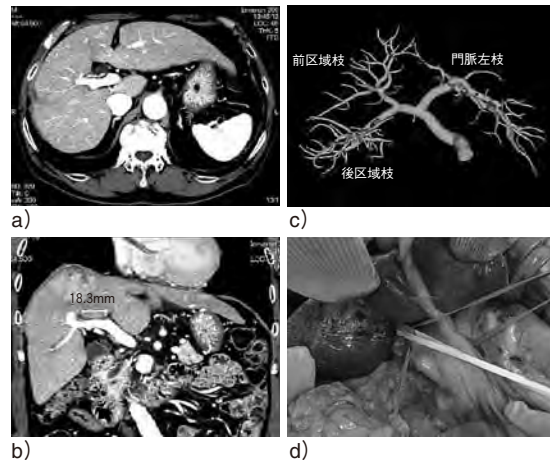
MD-CTによる肝門部門脈の分岐状況 (a, b, c) と術中前区域テーピング (d)
